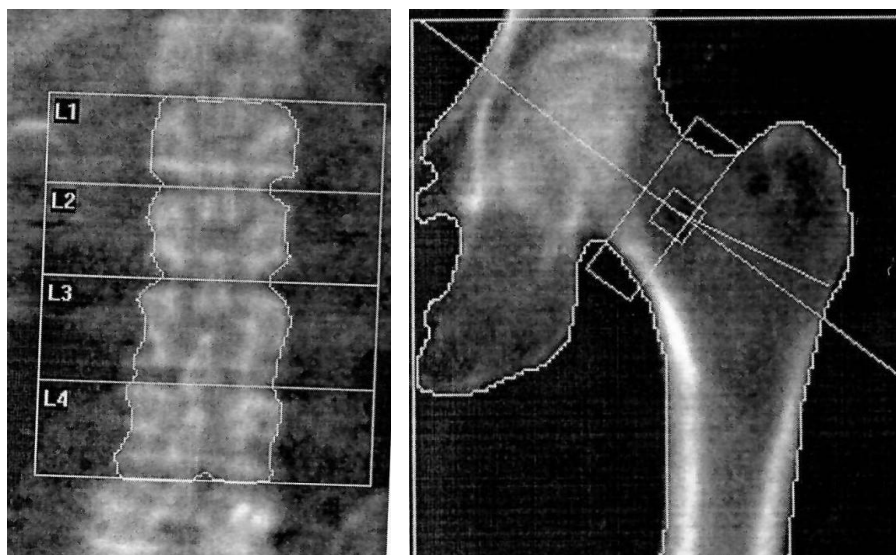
Поясничные позвонки, проксимальный отдел бедренной кости при рентгеновской абсорбциометрии.
